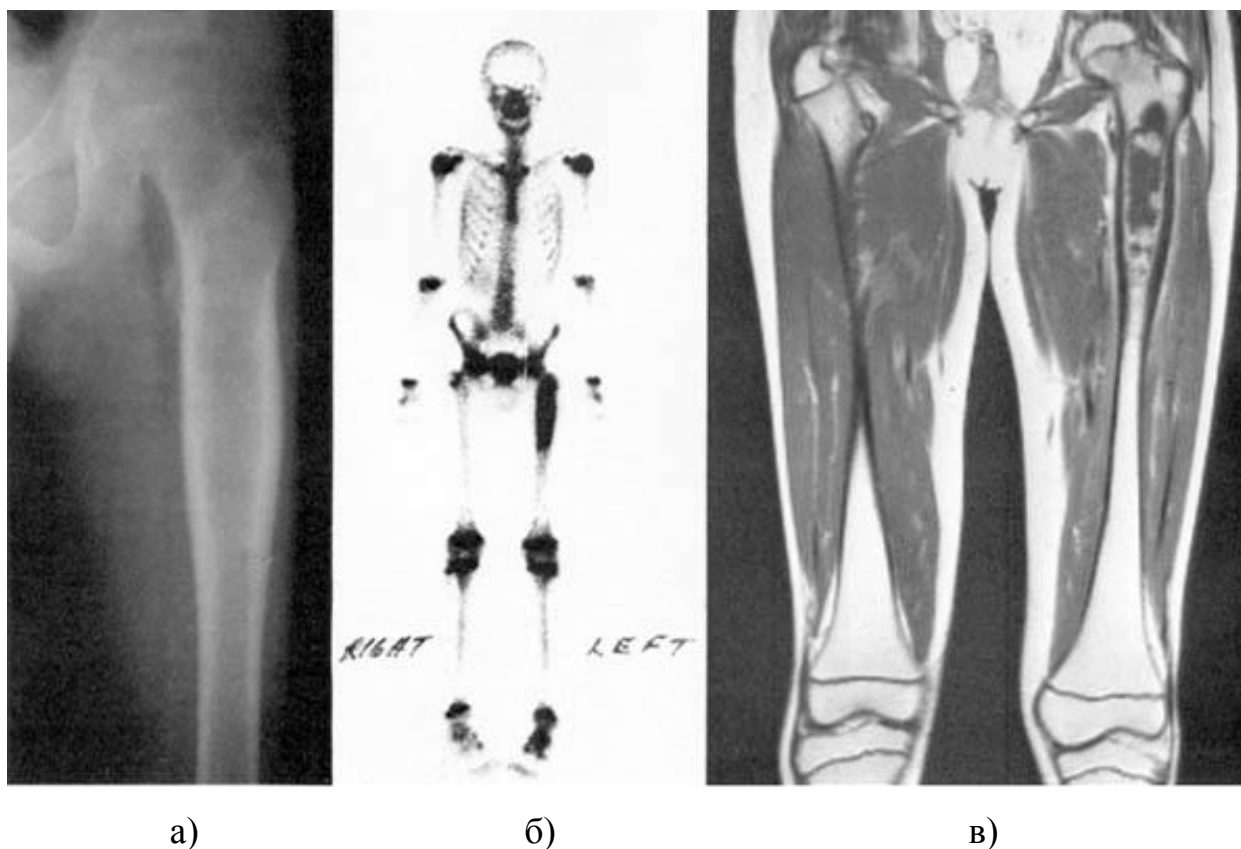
Можливості МРТ при діагностиці пухлин: а) ретгенографія; б) сцинтиграфія; в) МРТ візуалізація злоякісної пухлини проксимального відділу лівого стегна.
